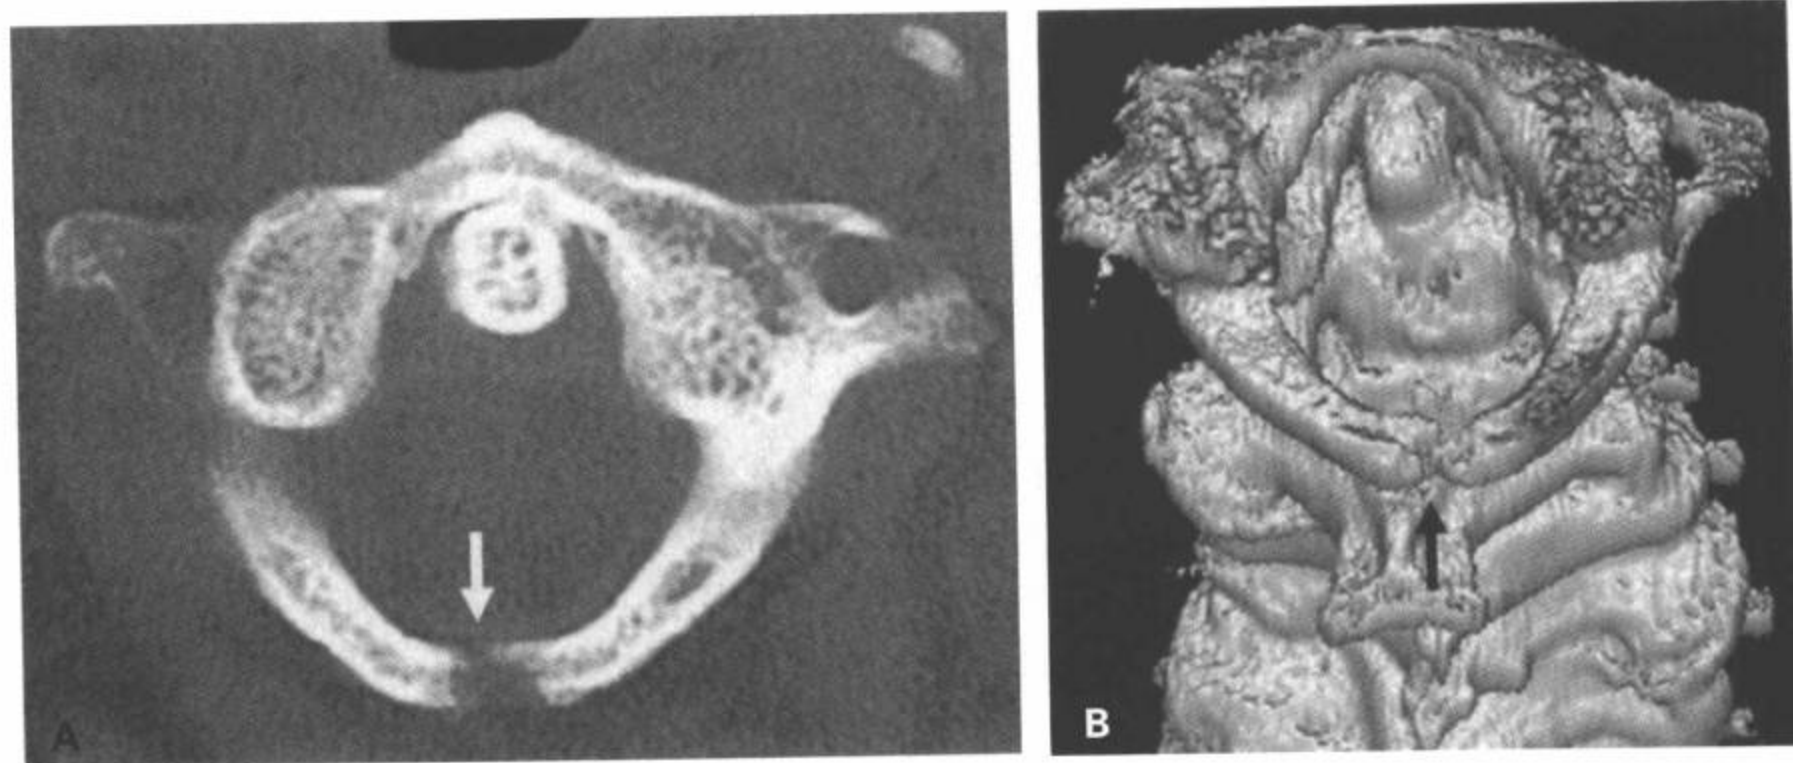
C1后弓孤立性骨折。A: CT横断面和(B)CT 3D重组后上面观图像。表面遮盖图像显示寰椎后环一处孤立性骨折(箭)。
